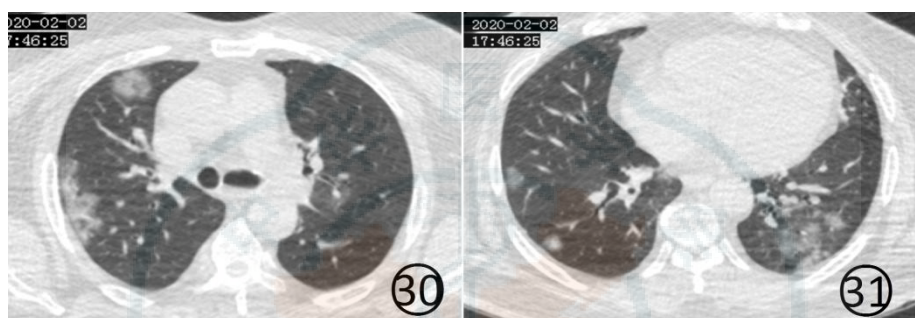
31 男, 50 岁。患者于 2020 年 1 月 20 日参加有疫源地来源人员聚会, 配偶于 2020 年 1 月 26 日确诊为新型冠状病毒感染的肺炎。患者无发热、咳嗽、胸闷、气短等不适, 来院要求 CT 检查。CT 平扫肺窗 (图 30, 31) 显示两肺多发斑片状磨玻璃阴影和结节。此后新型冠状病毒检测阳性。
